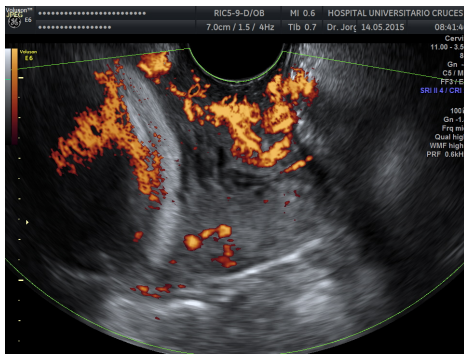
Imagen del cervix con Power Doppler, sístole, PRF 0.6
